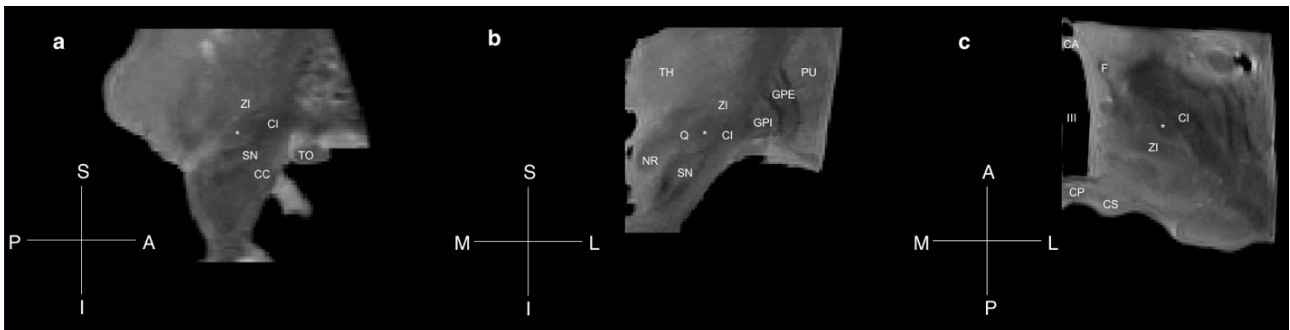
Anatomische Lagebeziehung des Nucleus subthalamicus (STN) in der Magnetresonanztomografie.
